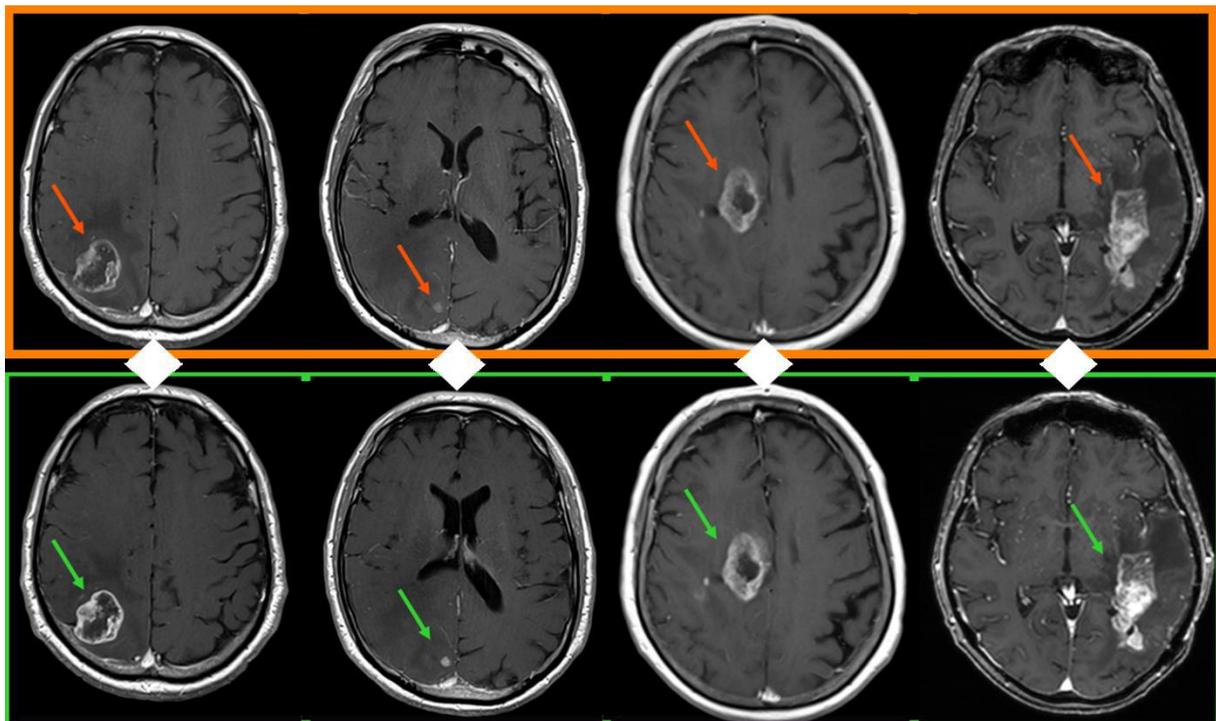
Beispiele von MRT-Bildern des Hirns mit Gadopiclesol (grüne Box, untere Reihe) und Gadobutrol (orange Box, obere Reihe) in der Studie PICTURE
